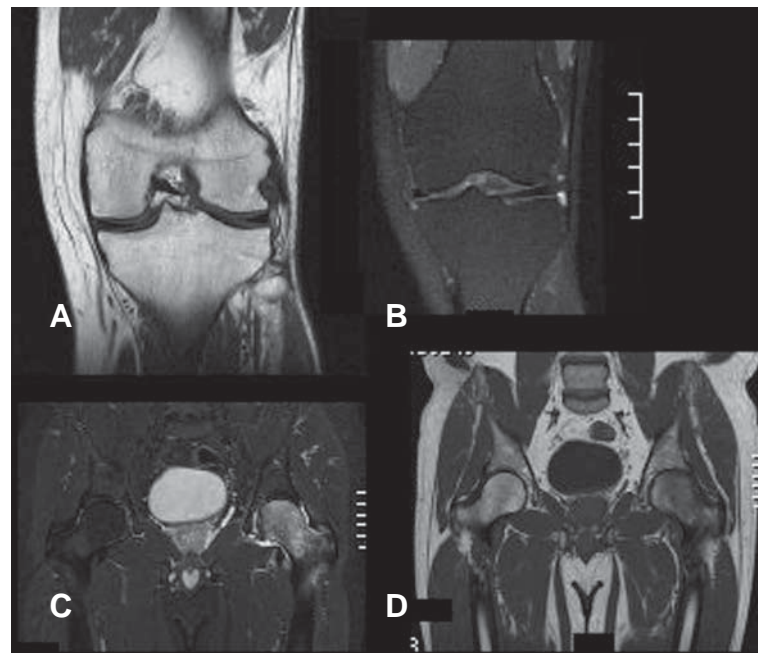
RMN ao joelho esquerdo e anca esquerda de Dezembro de 2010. a-d) cortes no plano coronal ; A) e B) completa resolução do edema ósseo, sem anormalidades residuais compatível com a remissão documentada dos episódios prévios; C) e D) alteração do padrão de sinal medular ósseo da cabeça e colo do fêmur esquerdo, com hipersinal na sequência sensível ao líquido, com características compatíveis com manifestação de algodistrofia.
